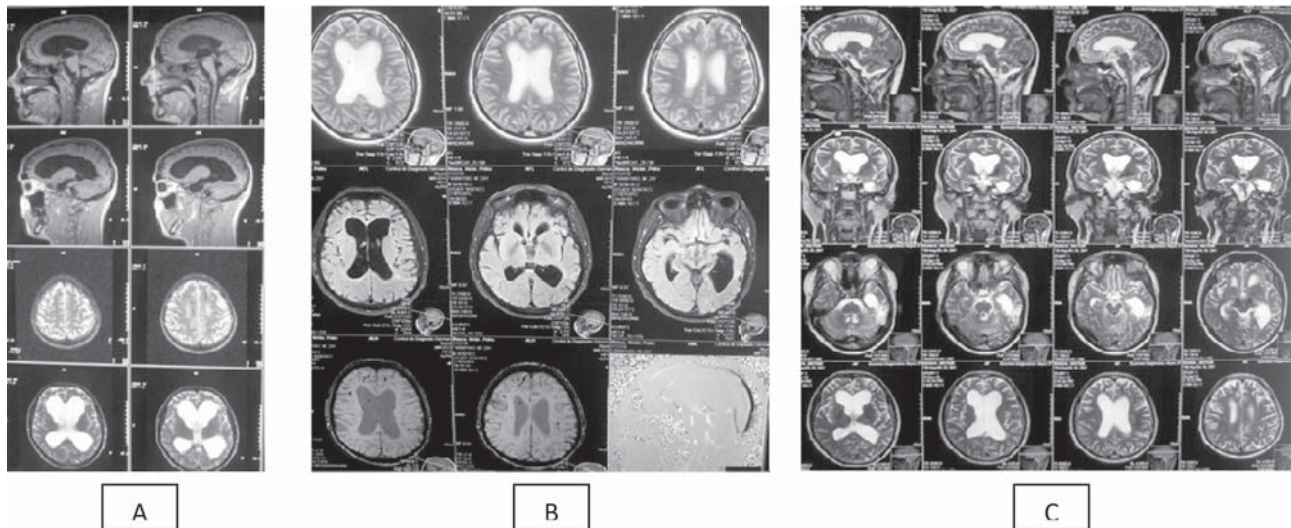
Evoluția IRM cerebrale în perioada pre și postoperatorie
